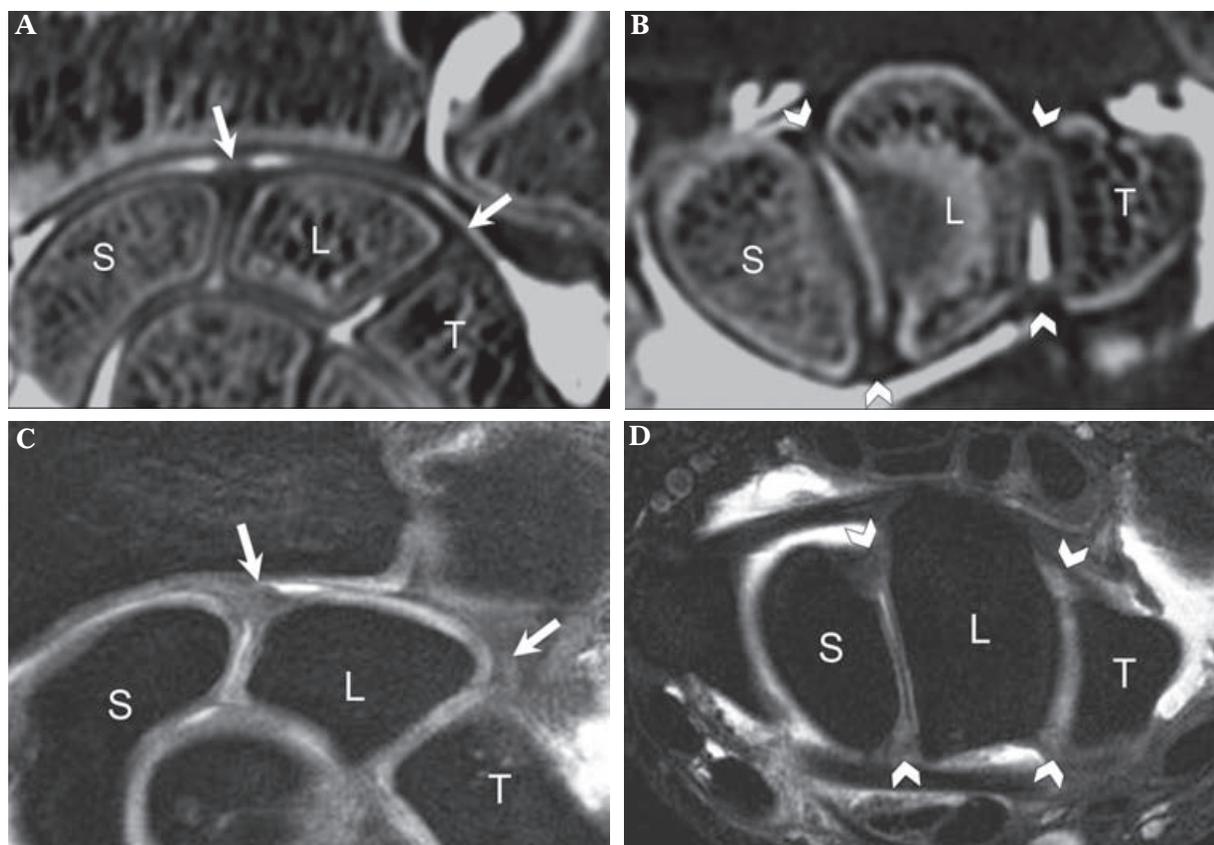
Aspect normal des ligaments scapho-lunaire et luno-triquétral sur l'arthroscanner en reformations coronale (A) et transverse (B) et sur l'arthro-IRM (séquence en écho de gradient à l'équilibre) en coupes coronale (C) et transverse (D). La portion proximale (flèche) de ces ligaments est bien vue sur les images coronales mais les images transverse sont indispensables pour étudier leurs portions palmaire et dorsale (têtes de flèches). S: scaphoïde, L: lunatum, T: triquétrum.
